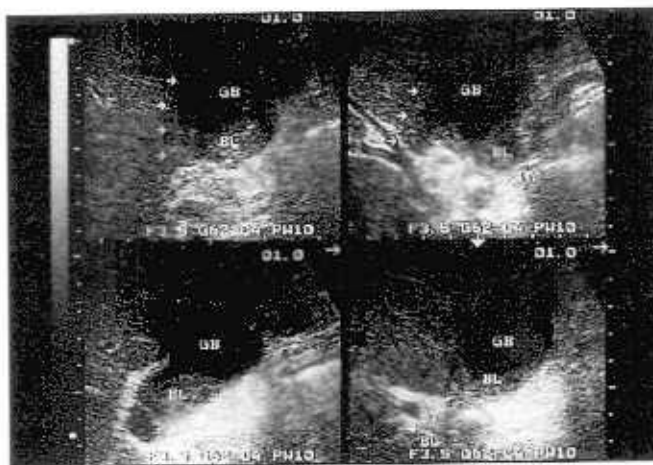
Эхографическая картина одного из вариантов рака желчного пузыря — солидное образование в шейке, прорастающее в паренхиму печени (отмечено стрелками). Томографические срезы в различных проекциях.
